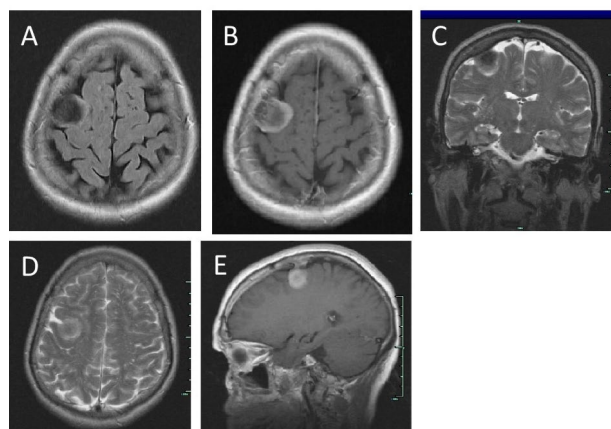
RM cerebral: A) T1 axial. B) T1 axial con contraste. C) T2 coronal. D) T2 axial. E) T1 sagital. Lesión redonda de 2.5 cm. de diámetro, con implantación en la calota craneal en región frontal superior derecha, asociada a exostosis ósea. Muestra hipointensidad en T2 central y captación de contraste (B) más marcada de forma periférica (sugiere calcificación central) y por las meninges donde se inserta ("señal de cola"). Existe deformación ligera del parénquima adyacente, sin edema y sin desvío de estructuras. Lesión correspondiente a meningioma calcificado.
